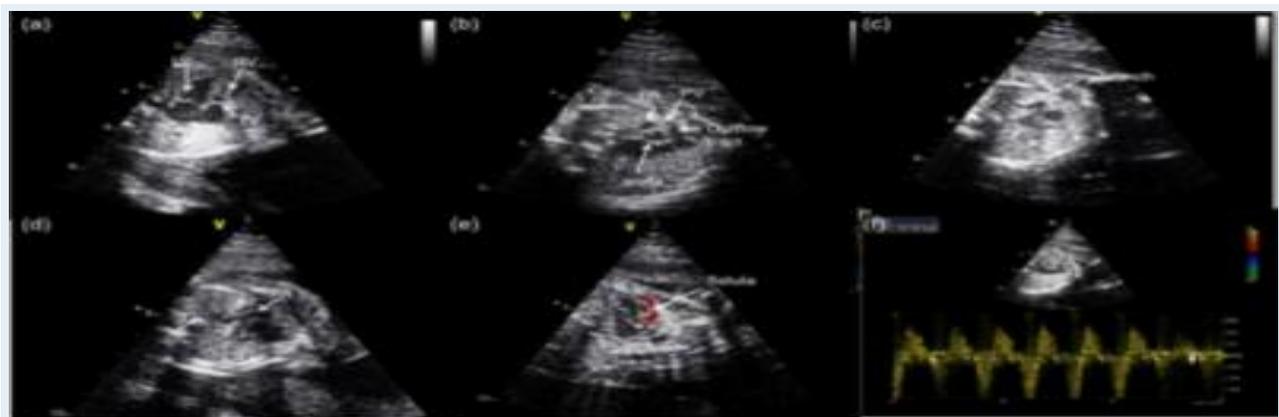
(a)Fetal echocardiogram from a four chamber view shows hypoplastic right ventricular cavity (RV) with hypertrophied right ventricular free wall.LV: left ventricle, TV:tricuspid valve.(b) obstruction of outflow tract.(c and d) pulmonary branches.(e and f)Coronary fistula from the apex of the right ventricle, draining into the coronary artery,Pulsed Doppler sonography at the site of coronary fistula shows to-and-fro blood flow
